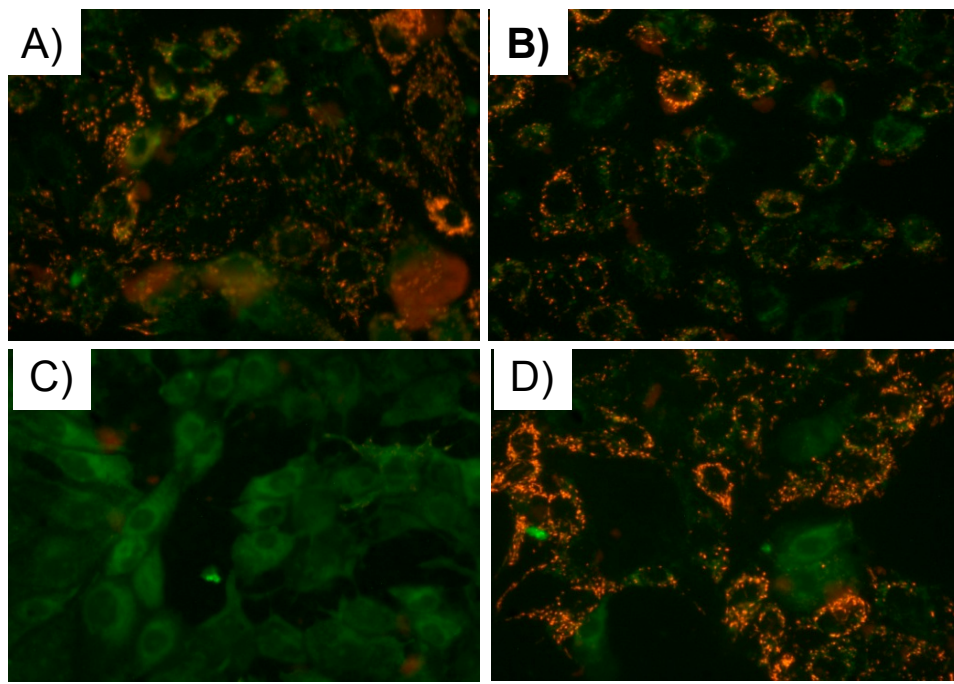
Potencial de membrana mitocondrial en las células LLC-PK1. (A) CT; (B) NDGA 15 μ M por 6 h; (C) H₂O₂ 1 mM por 2 h; (D) NDGA 15 μ M+H₂O₂ (E) Cuantificación del potencial de membrana mitocondrial (relación 590/530). Los valores son promedios \pm EEM, n=8. p<0.001 vs CT, #p<0.001 vs H₂O₂.
